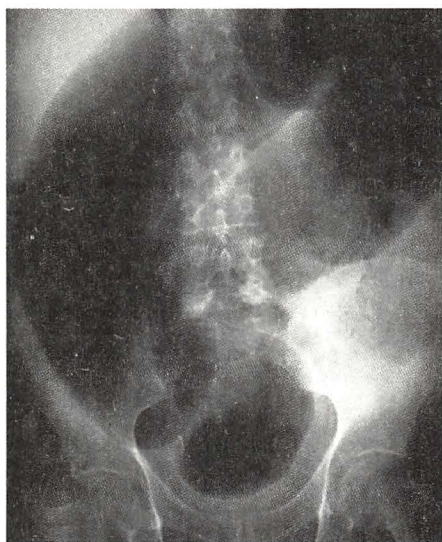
乙状结肠扭转 X 平片,提示巨大的乙状结肠袢几乎充满整个腹腔
